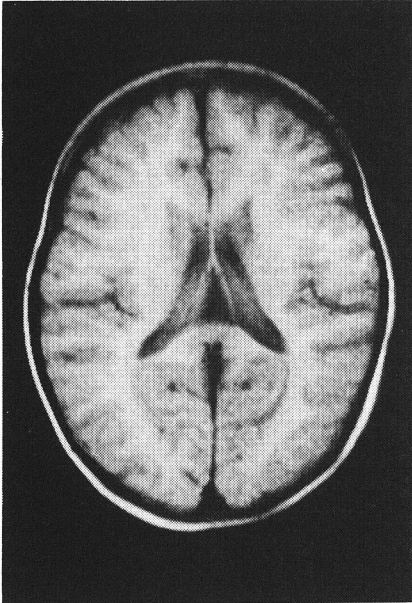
症例1のMRI. TR500, TE25, T₁強調像
